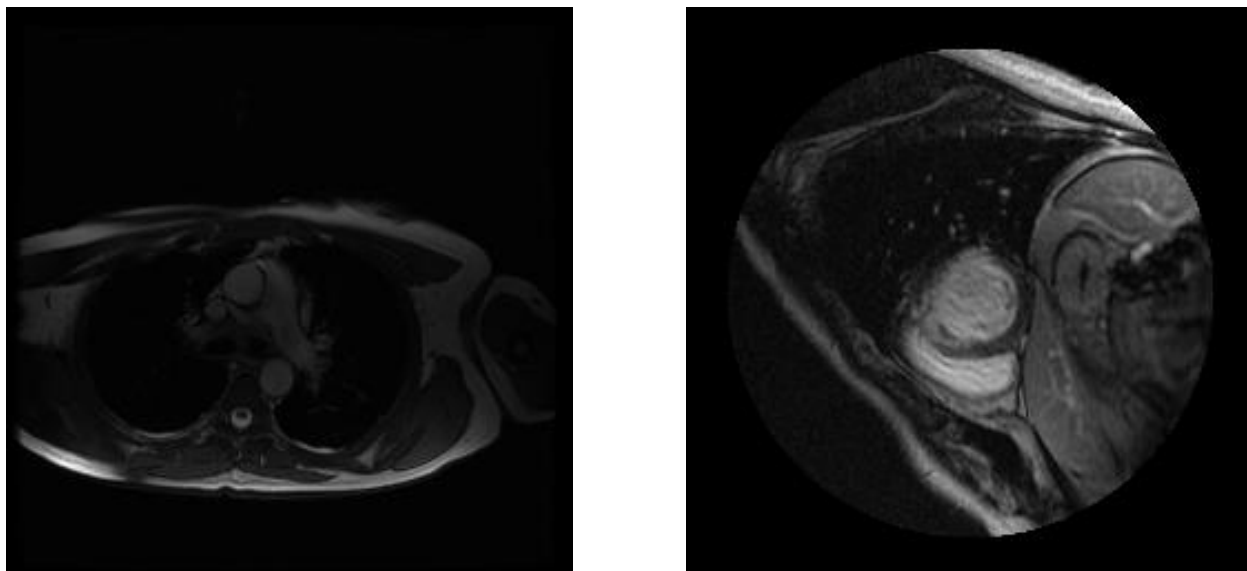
Ілюстрація зображення МРТ серця [29]
